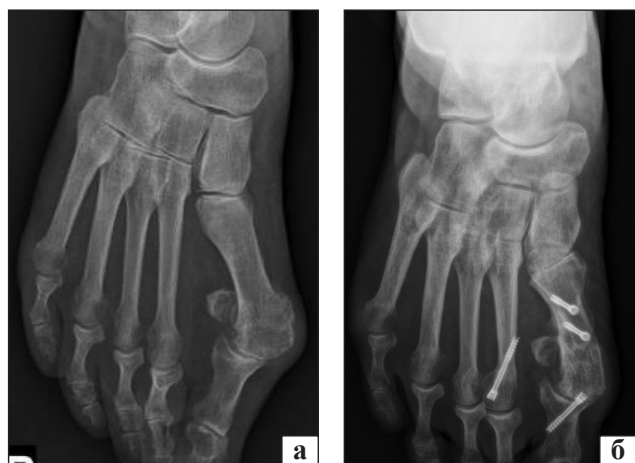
Рентгенограми переднього відділу правої стопи пацієнтки С., 63 роки, передньо-задня проекція: до (а) та через рік (б) після операції
